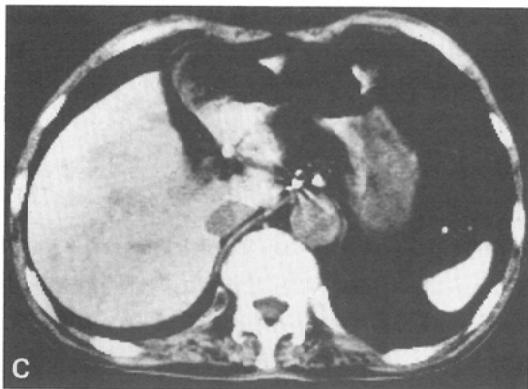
CT scan is not able to point out focal lesion in the medial segment of the left lobe.
